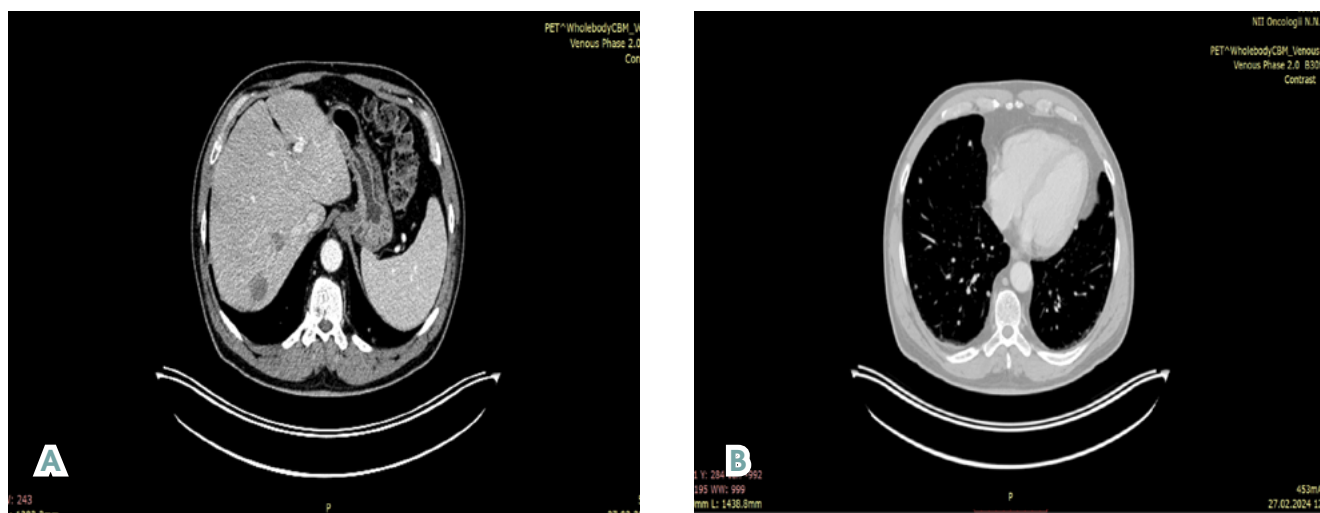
ПЭТ-КТ в режиме «всё тело» с 18-фтордезоксиглюкозой (от 27.02.2024 г.). А — визуализируются крупные очаги в печени, В — визуализируются множественные очаги в лёгких
